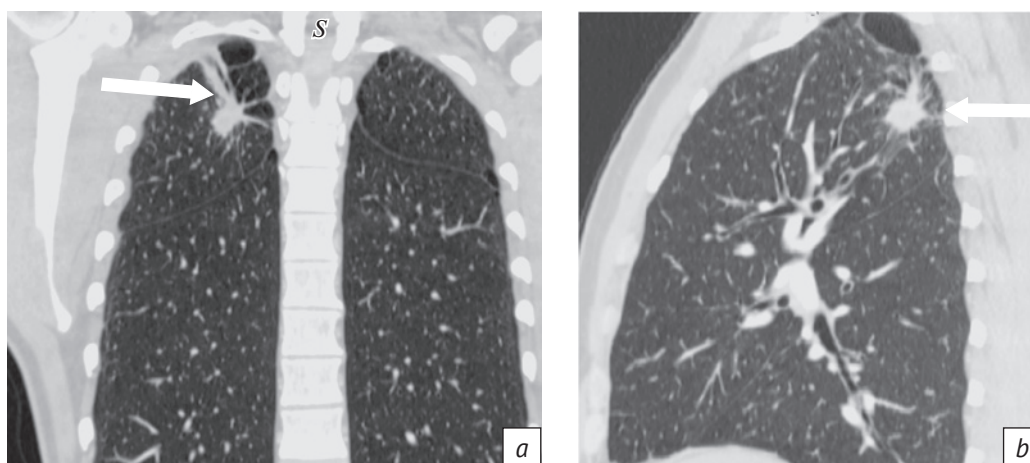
Компьютерные томограммы грудной клетки в легочном режиме: корональная (а) и сагиттальная (б) проекции. В верхней доле правого легкого визуализируется образование с неровными контурами за счет фиброзных тяжей, направленных в сторону апикальной и паракостальной плевры (стрелки). В окружающей легочной ткани – эмфизематозные буллы
